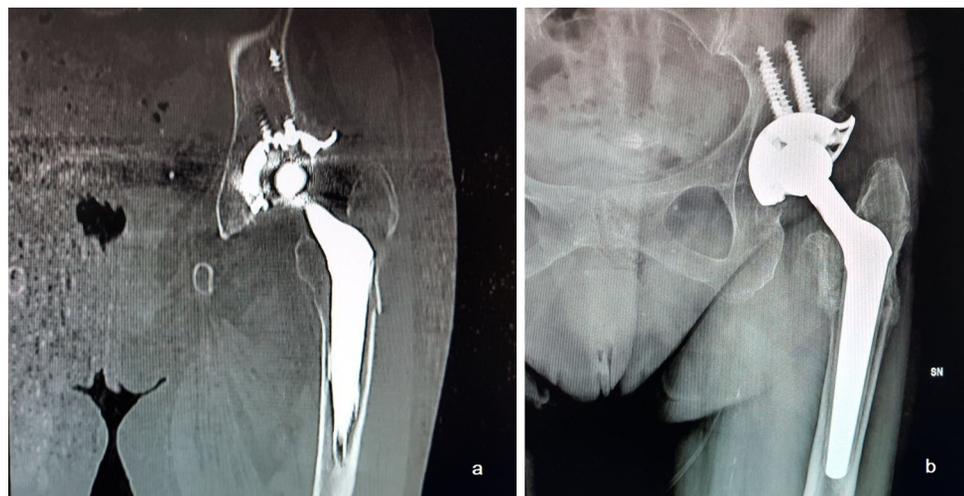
Frattura tipo A nell'immagine TC (a); è visibile l'avvenuta consolidazione della frattura nel controllo radiografico (b) dopo trattamento conservativo
